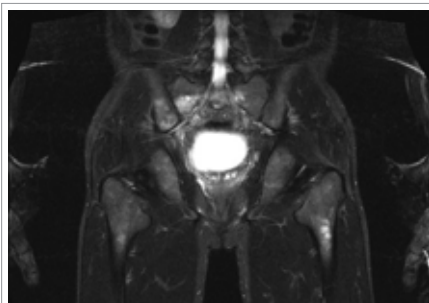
МРТ костей таза и проксимальных отделов бедренных костей в режиме STIR
